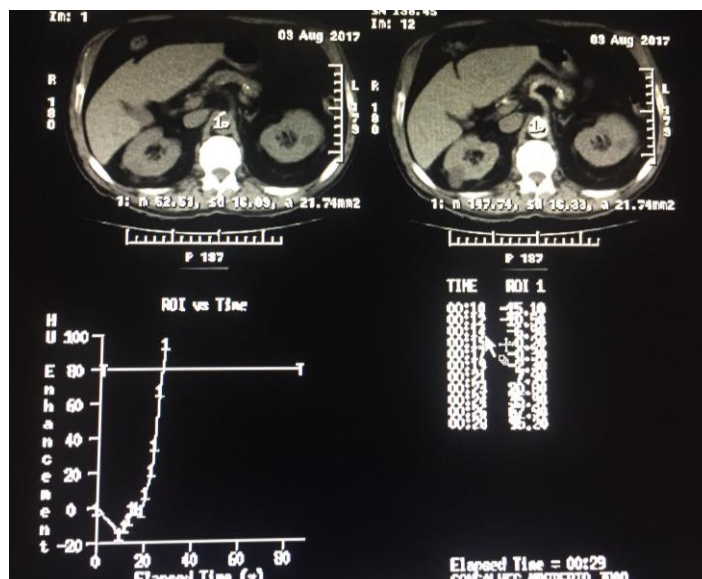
Imagem representativa do Monitor Phase utilizado no exame de angio TC.
